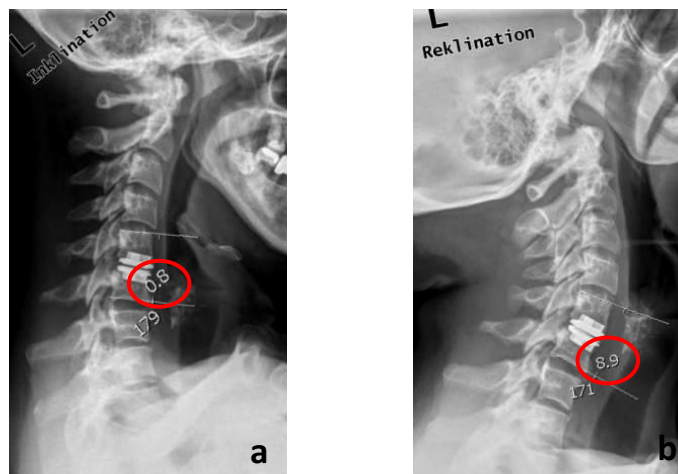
monosegmentale Implantation der ProDisc® C Bandscheibenprothese C5/6, E. K., 39-jährige Patientin, laterale Röntgenbilder, a) Inklinations, b) Reklination
